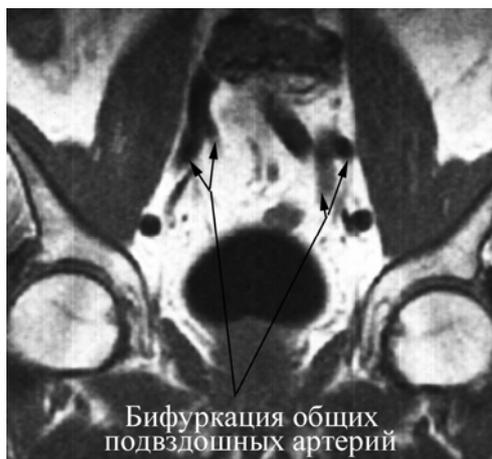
в. МР-томограммы, фронтальный срез. Прослеживается ход магистральных сосудов: в – бифуркация общих подвздошных вен
